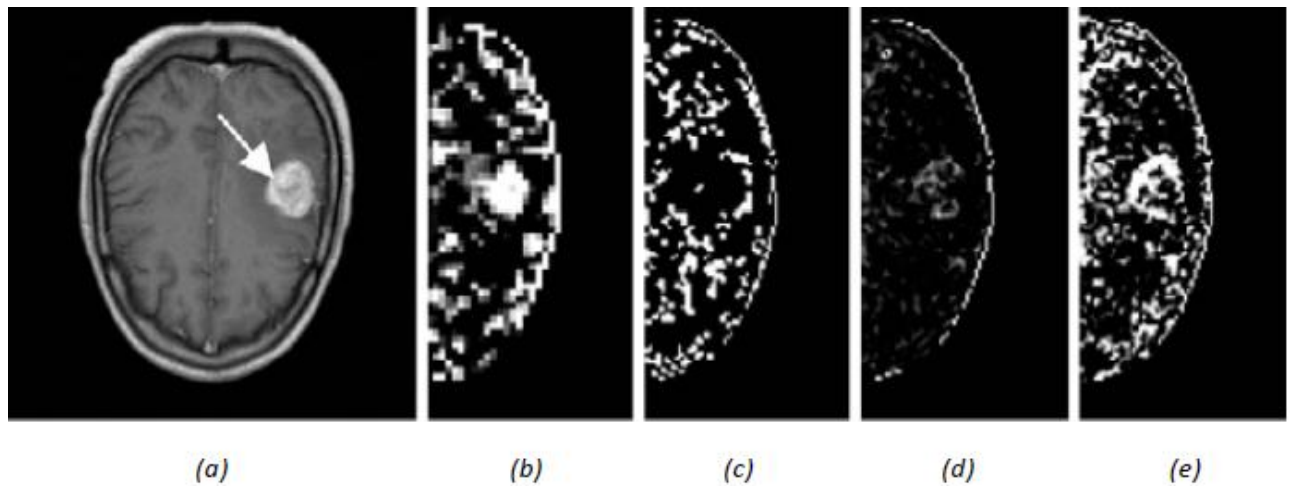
(a) une image IRM cérébrale pondérée T1 avec l'utilisation d'un agent de contraste. Différents résultats de la DF calculée localement sur des petites régions sont montrés en (b) et (c) utilisant la MCB sur des voisinages de 32×32 et 64×64 , respectivement, (d) la méthode des « triangles » et (e) la méthode de « recouvrement des blancs ».
